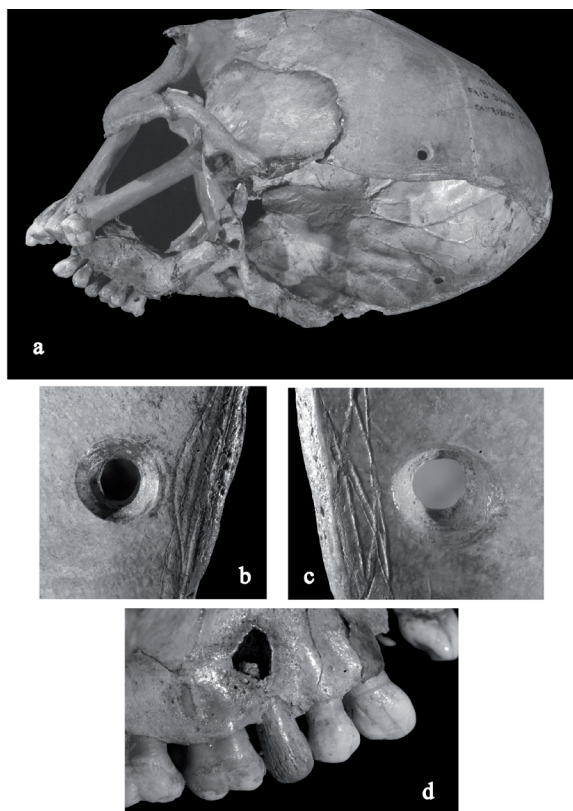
Vue du crâne modifié de Faïd Souar II (a) avec détails les perforations (b et c) et sur l'implant dentaire (d) (\*© MNP.Les Eyzies-Dist.RMN-Ph. Jugie\*).
